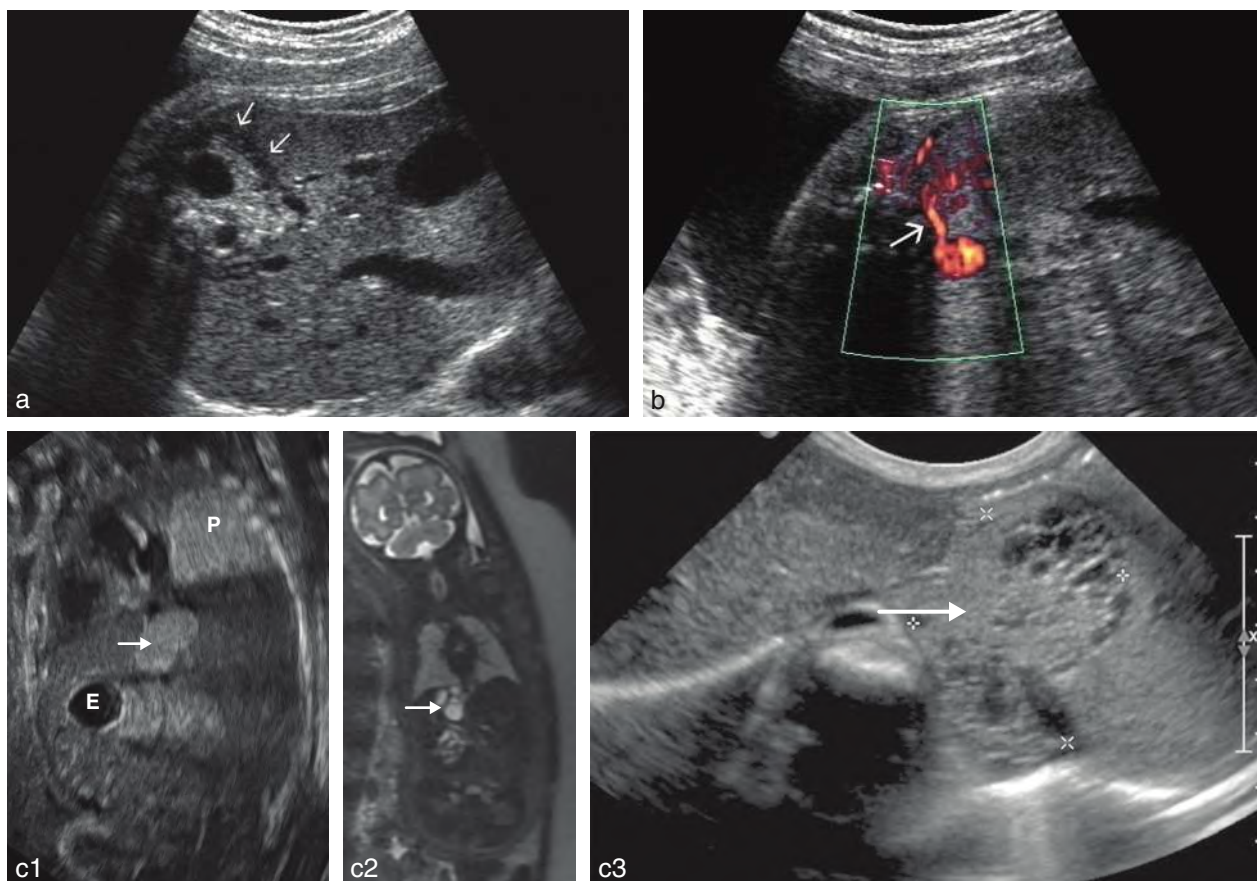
Séquestration pulmonaire sous-diaphragmatique. a. 28 SA. Masse sous-diaphragmatique contenant des images kystiques (MAKP probablement associée) entre la coupole gauche et la surrénale. L'enveloppe pleurale semble se deviner en périphérie sous forme d'un liseré liquide (→). b. Le Doppler énergie permet de retrouver le vaisseau nourricier (→) issu de l'aorte. c. Séquestration pulmonaire sous-diaphragmatique. Trois aspects différents de la même pathologie. 1 : échographie anténatale, coupe frontale médiane thoraco-abdominale. Image oblongue, abdominale, échogène et homogène (→), de même échostructure que le poumon (P). E : estomac. 2 : IRM anténatale montrant plus volontiers une structure multikystique. 3 : Échographie post-natale : structure mixte. Source *fig. 11.21 c2 et c3* : Dr J. Bigot.
